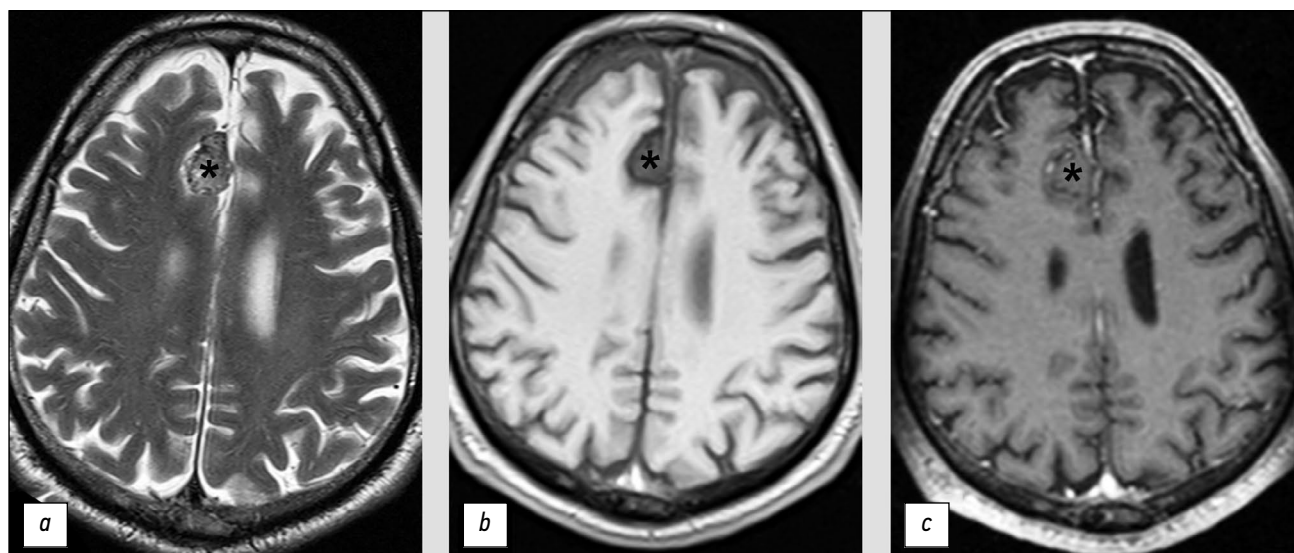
Солитарная фиброзная опухоль, имеющая сходную МРТ-семиотику с доброкачественной менингиомой: *a* — T2-ВИ; *b* — T1-ВИ; *c* — T1-СЕ.
